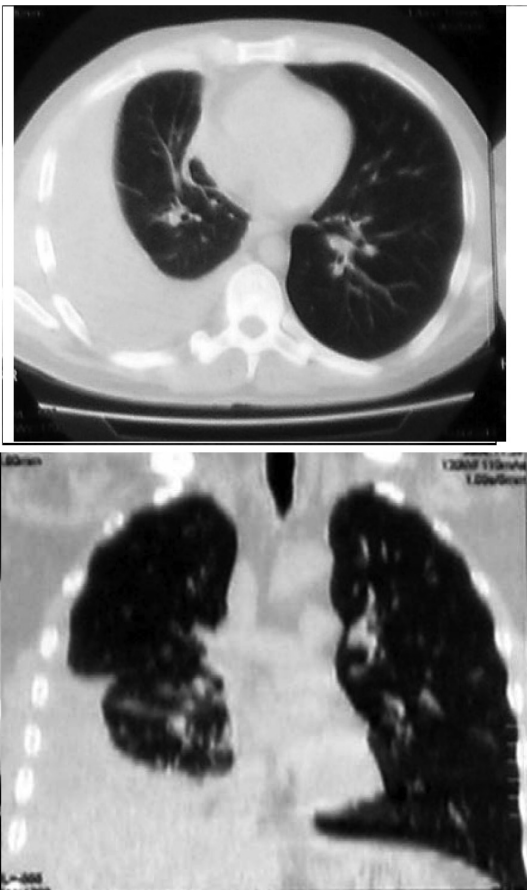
КТ того же пациента в аксиальной (а) плоскости и сагиттальной реконструкции (б)
